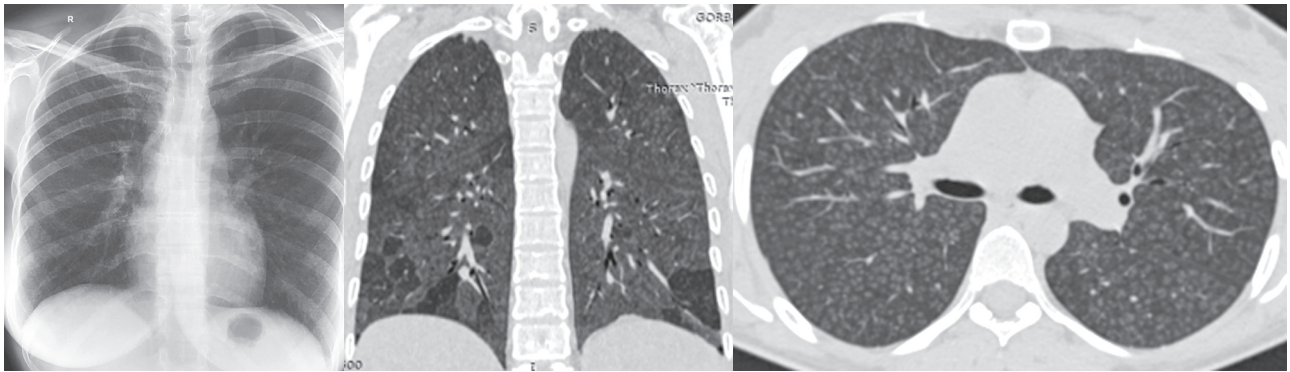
Pneumonita de hipersensibilitate subacută* la o femeie de 30 ani ce s-a prezentat cu dispnee marcată (mMRC3), tuse seacă și subfebrilitate, simptome ce au debutat insidios cu cca 2 luni înainte de adresare. Radiografia toracică prezintă opacități nodulare discrete de caracter interstițial bilateral, iar la HRCT poate fi vizualizat *patternul* nodular, difuz, cu noduli centrilobulari moi, prost delimitați, distribuiți uniform craniocaudal și atenuare mozaică preponderent în lobii inferiori ce delimitează zonele de *air-trapping*. Lavajul bronhoalveolar a identificat un profil celular predominant limfocitar (limfocite-48%), iar funcțional s-a prezentat cu un sindrom restrictiv marcat cu FEV1 -80%, FVC- 70%, FEV1/FVC – 98%, VR-84%, TLC=64%) și un DLCO redus sever la 29%. Anamnezicul de expuneri a identificat expunere la mușcăi, confirmat prin IgG pozitiv la *Aspergillus fumigatus*.
